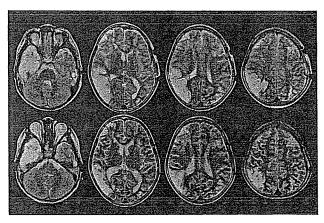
Postoperative plain MRI
